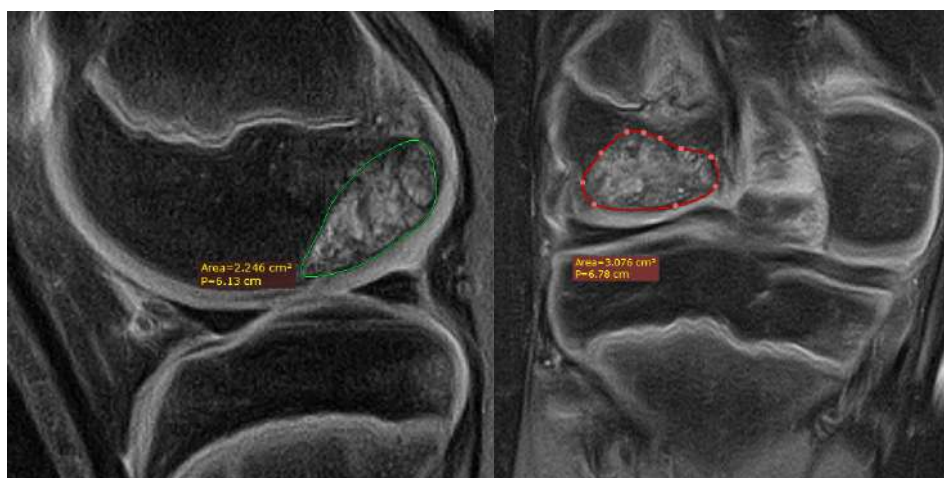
Рисунок №9. МРТ в режиме PDFS в сагиттальной и фронтальной проекциях пациента Д., 16 лет.
